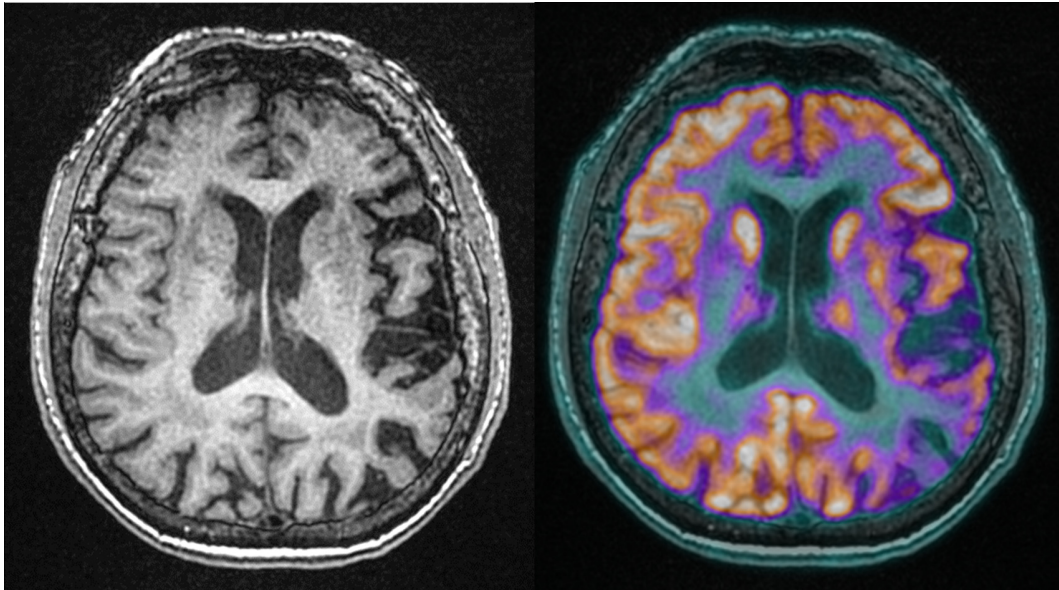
(Paziente 31) quadro evidente di atrofia parietale sinistra severa vista con un'immagine BRAVO T1 di RM e di severo ipometabolismo temporo-parietale sinistro visto con un'immagine di fusione.
